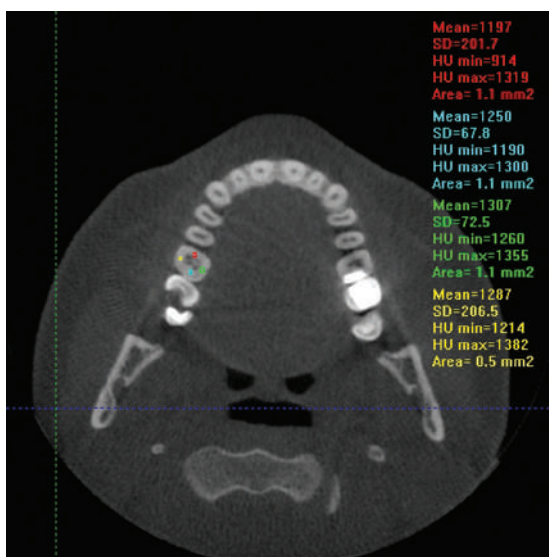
The measurement of circumpulpal dentine density with the use of programme I-CAT Vision for dental volumetric tomography I-CAT.
